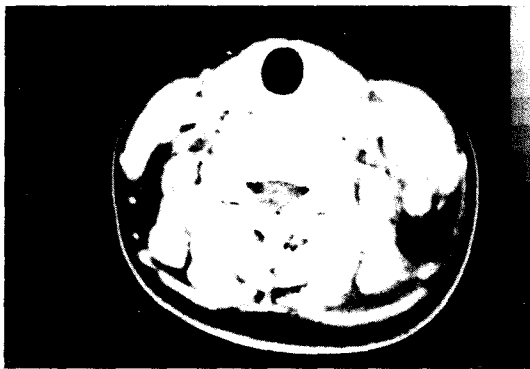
Axial neck CT scan, there are enlargement of the left juguloomohyoid node and spinal accessory node . They are showing central low density with enhancing peripheral rim.
